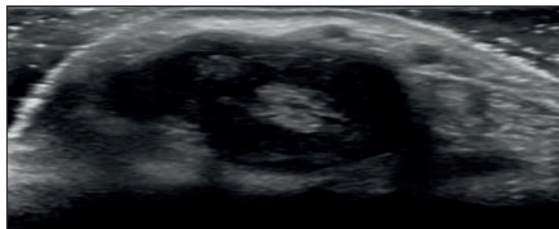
Ecografia della II articolazione metacarpofalangea (mano destra) di un paziente con artrite reumatoide. Presenza di ipertrofia sinoviale e versamento articolare, come per sinovite.
